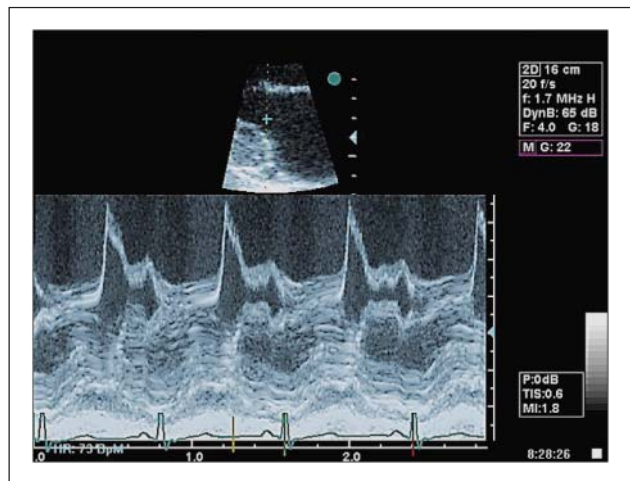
Sogenannter „diastolischer shudder“ des vorderen Mitralsegels in der M-Mode-Registrierung (parasternal lange Achse)
